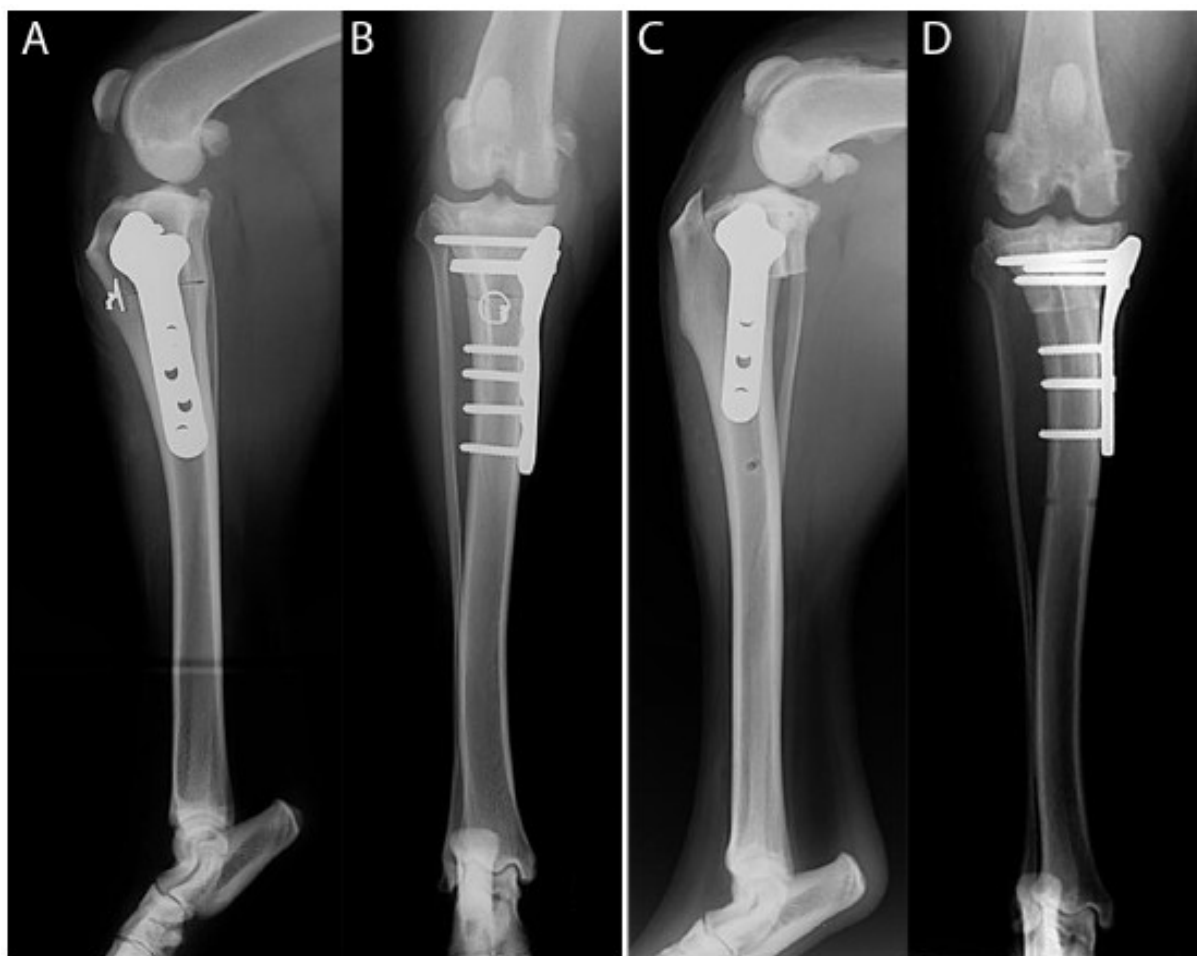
Radiographies postopératoires après mCCWO et TPLO. Projection médiolatérale après mCCWO (A) : noter la charnière corticale caudomédiale intacte et l'alignement du cortex crânial. Projection caudocrâniale après mCCWO (B) : noter la boucle de fil fixée par une torsion médiale unique. Projections médiolatérale (C) et caudocrâniale (D) après TPLO. Référence 16.
